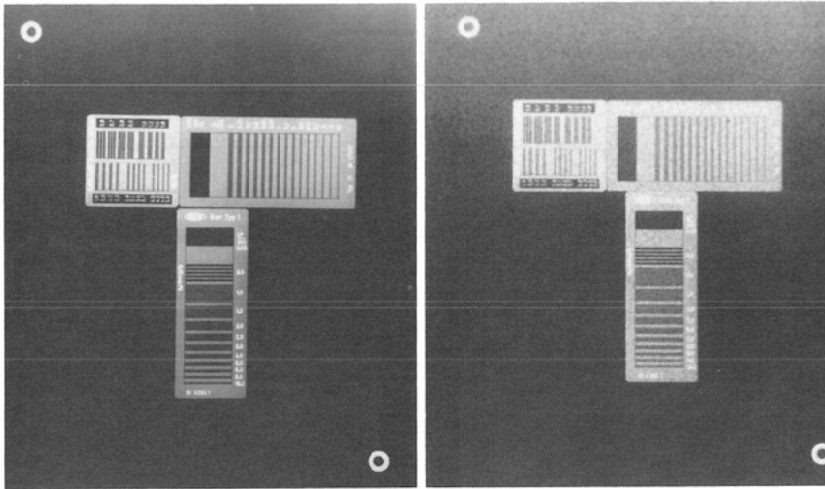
Spatial resolution with X-ray chart : Semiauto mode : Conventional X-ray dose (left) 2.8 LP/mm : 1/30 dose (right) 2.5 LP/mm
